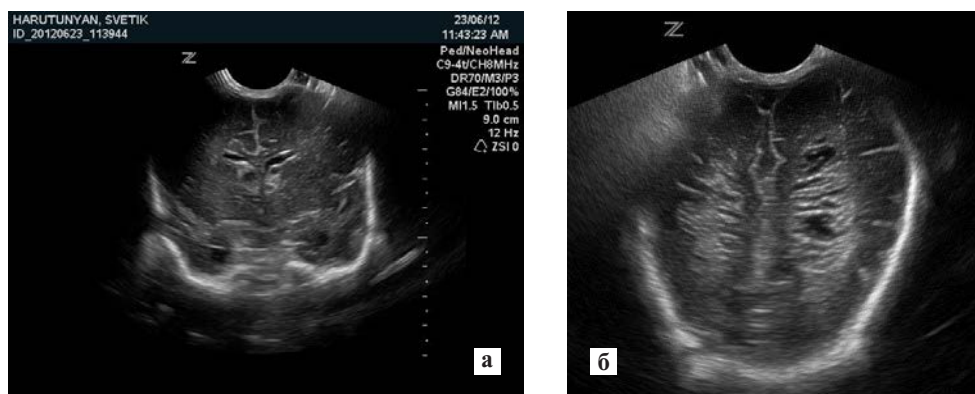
Neurosonogram of a newborn child with a gestational age of 35 weeks.
